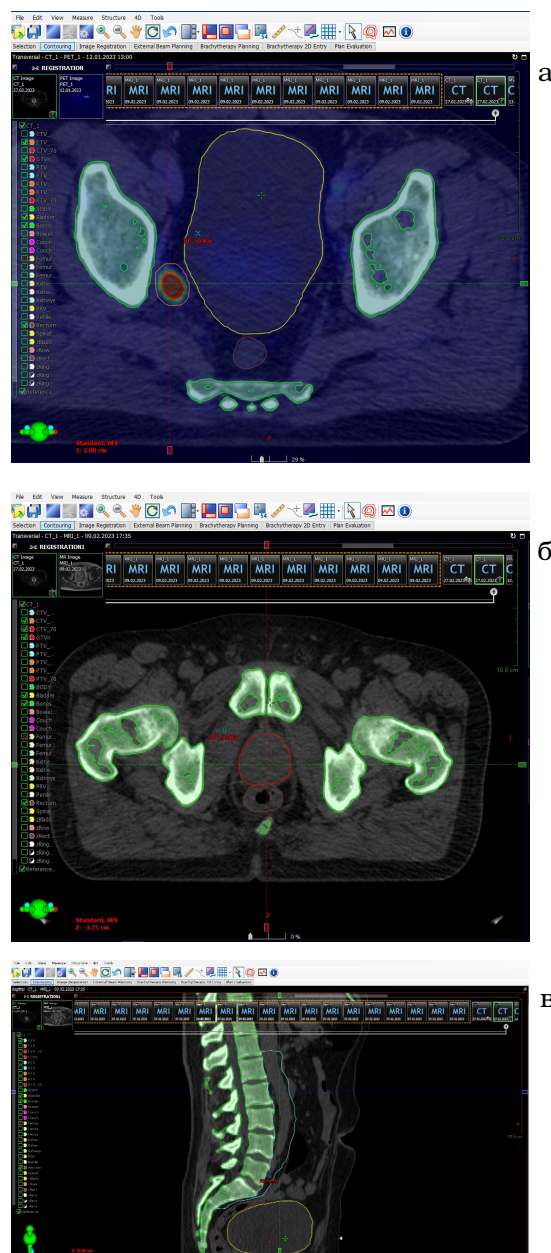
а – пример определения границ метастатически (ПЭТ/КТ-позитивного) пораженного запираательного лимфатического узла справа. Примечание: цветовой заливкой (линия красного цвета) представлен метастаз в лимфатический узел (GTV – Gross Tumor Volume); линии оранжевого цвета отображают границы CTV – Clinical Target Volume и PTV – Planning Target Volume) в аксиальной плоскости; б – пример определения границ предстательной железы (линия красного цвета отображает границы CTV предстательной железы в аксиальной плоскости); в – пример определения границ зоны профилактического облучения лимфатических узлов забрюшинного пространства (линия синего цвета отображает границы CTV профилактического облучения лимфатических узлов в сагиттальной плоскости)
